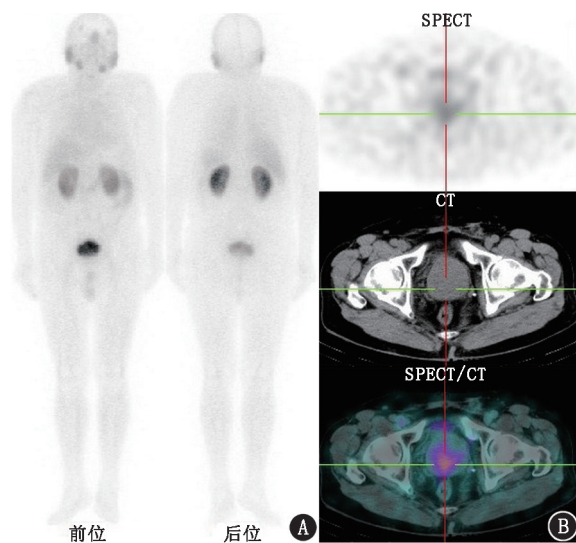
良性前列腺增生患者 [76 岁，前列腺特异性抗原 (PSA) 为  $12.59 \mu\text{g/L}$ ]  $^{99}Tc^m$ -联胍尼克酰胺 (HYNIC)-前列腺特异膜抗原 (PSMA) SPECT/CT 显像图。A. 全身平面像未见异常；B. SPECT/CT 示前列腺内结节状摄取增高， $SUV_{max}$  为 4.29
